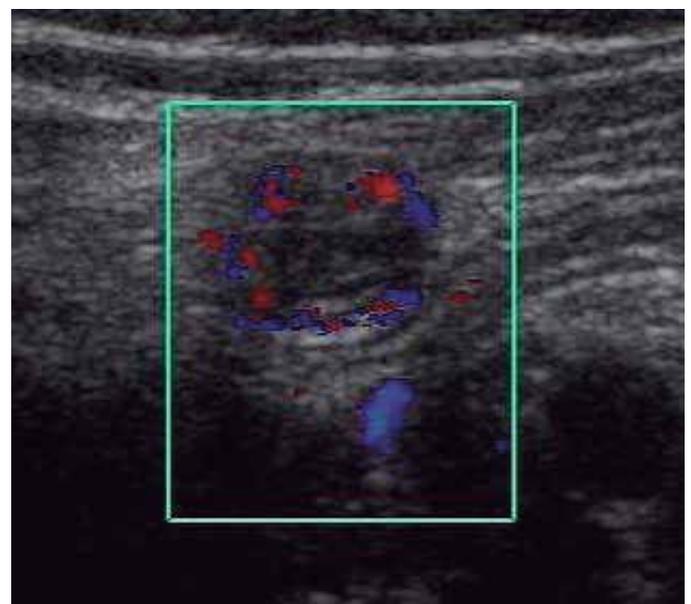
Avaliação do apêndice ao Doppler colorido
